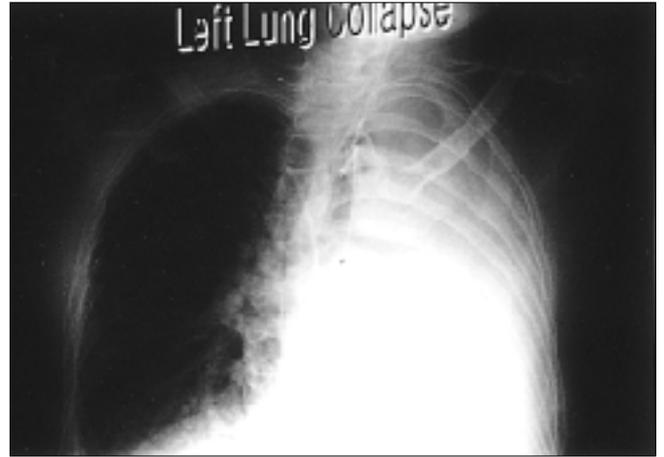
슬후 출혈에 의한 합병증으로 좌측 폐허탈증(lung collapse)을 보이는 흉부방사선 사진 소견
